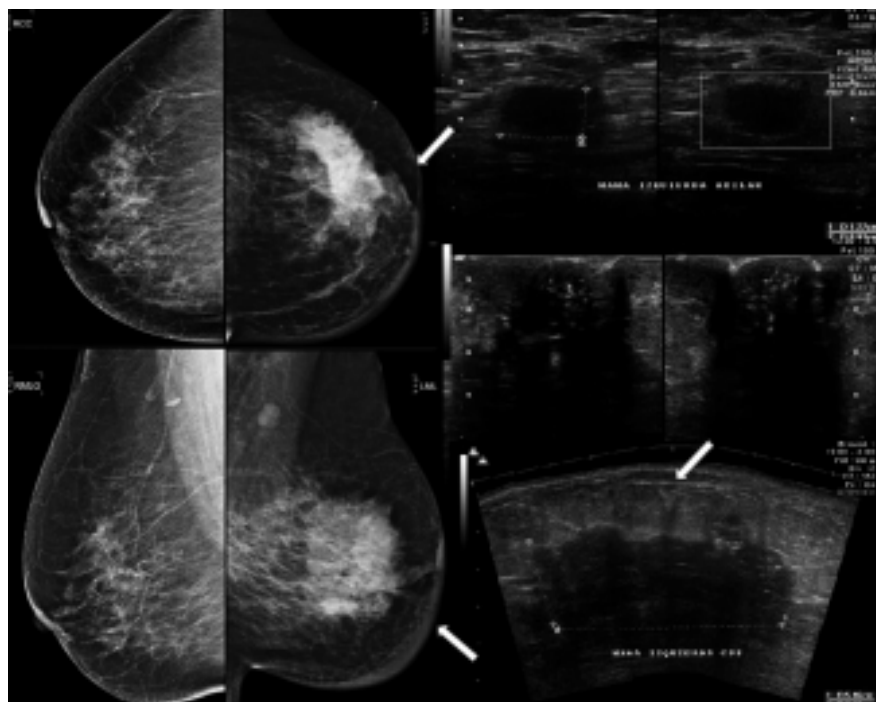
Mastografía y ultrasonido de paciente con carcinoma inflamatorio de la mama izquierda que muestra engrosamiento de la piel y retracción de estructuras adyacentes en lesión de mayor densidad en mama izquierda (flechas).
